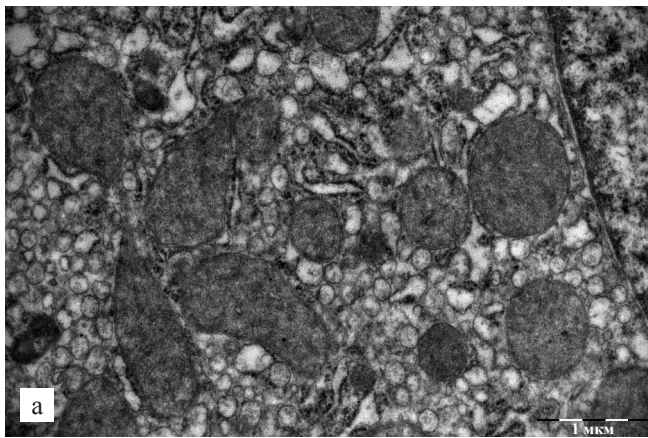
Электронная микроскопия трансплантата печени: а – перед началом консервации (образец 1.1); б – после гипотермической оксигенированной перфузии (образец 1.2); в – после статической холодовой консервации (образец 1.3)
